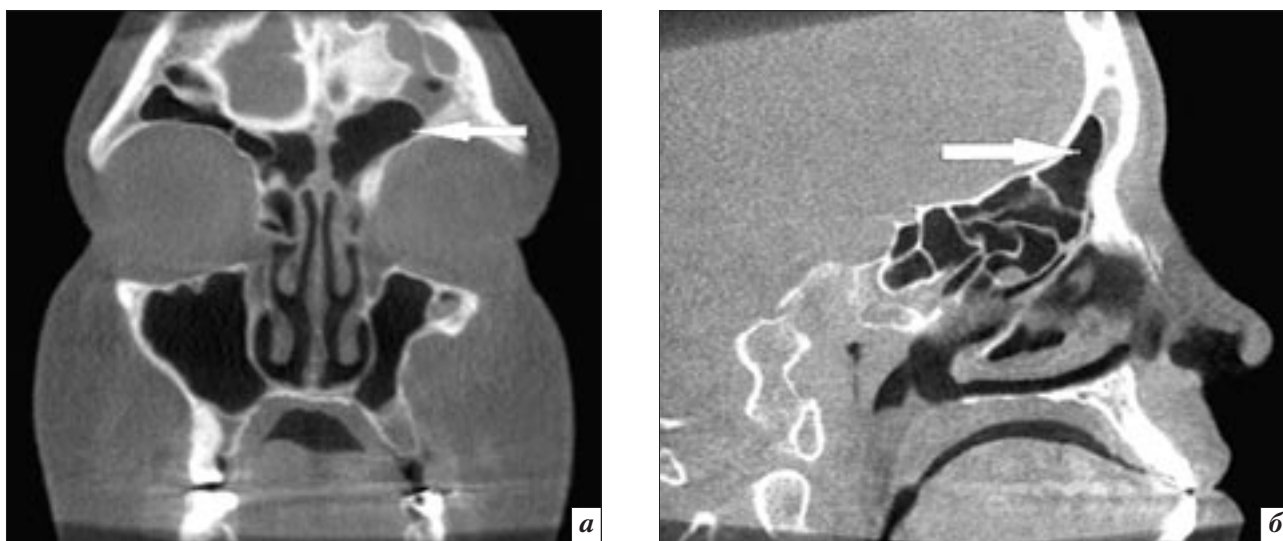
Цифровая объемная томография во фронтальной (а) и сагиттальной (б) проекциях. *Bulla frontalis* вдается в левую лобную пазуху (стрелка).
